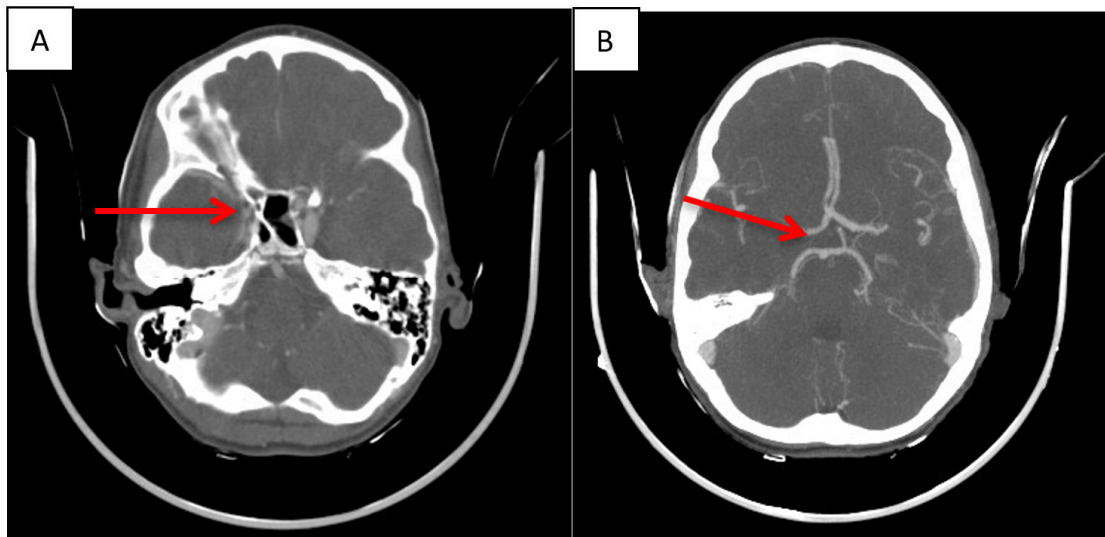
Angio TDM (A) Importante réduction de l'artère carotide interne droite dans sa portion intra caverneuse, (B): absence de l'artère communicante droite*
